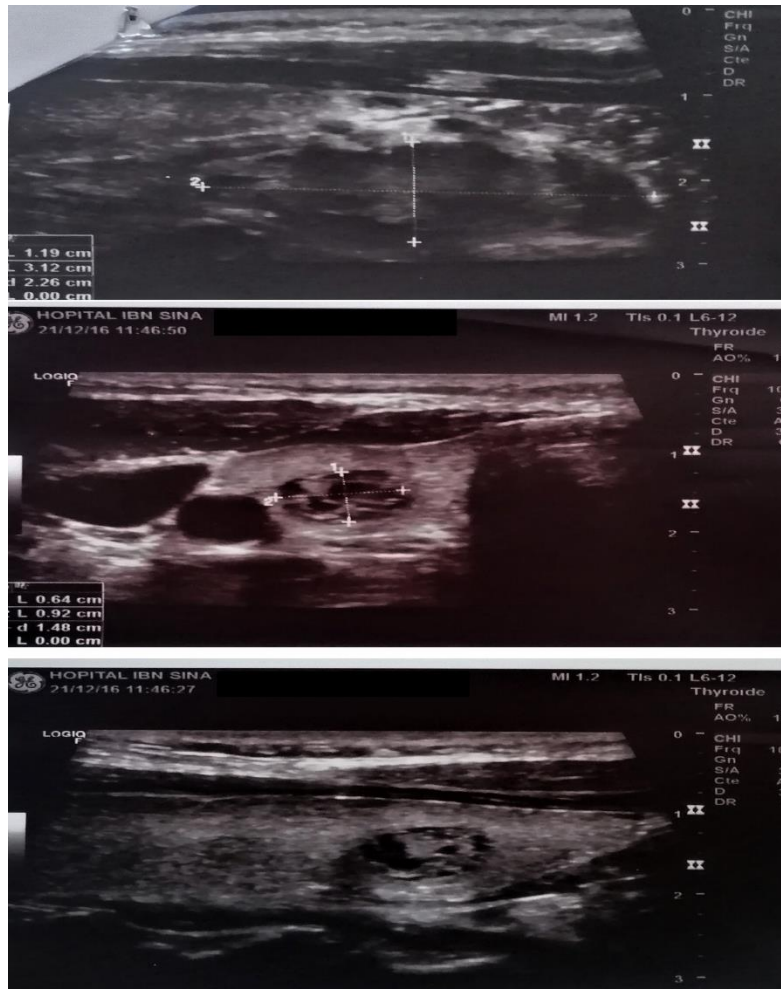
Echographie cervicale en faveur d'un adénome parathyroïdien rétrolobaire gauche postéro- inférieur mesurant 31x11mm, hétérogène, hypoéchogène et hypervascularisée au doppler avec un nodule thyroïdien basilobaire droit de 0,6 x 0,92 cm classé EUTIRADS 2
